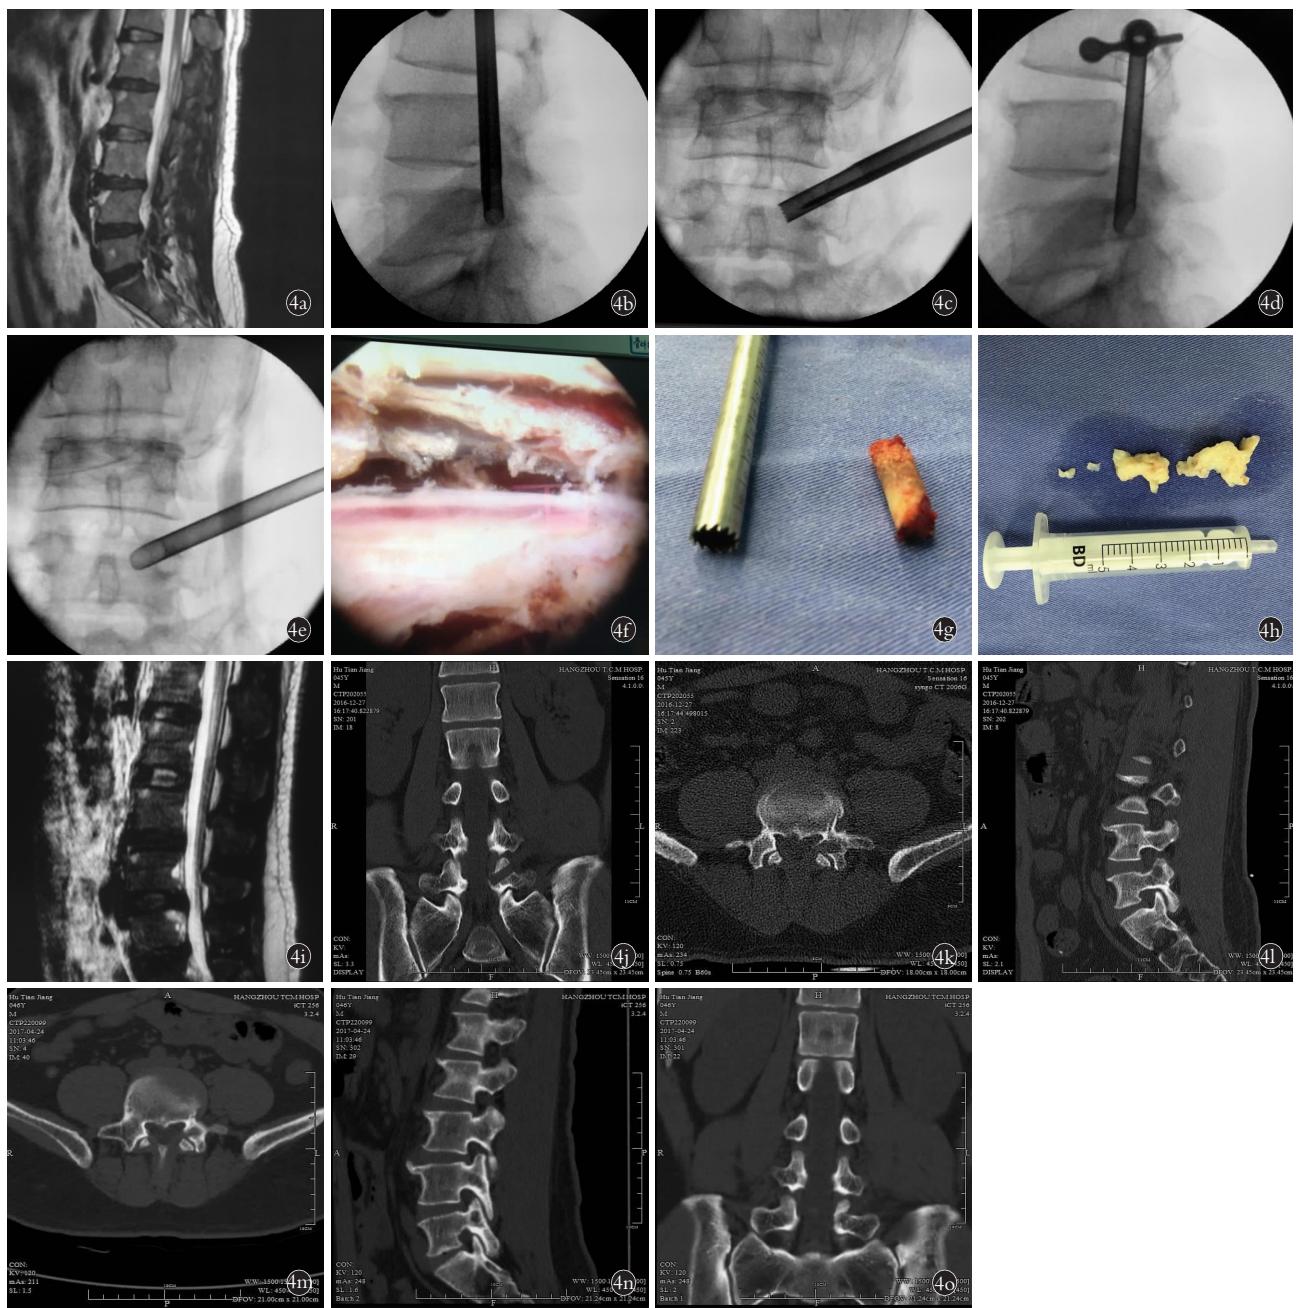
男性患者, 49岁, 腰部疼痛伴左下肢放射痛 3年, 加重 2个月, 诊断为 L_{4,5} 椎间盘突出症 4a. 术前 MRI 显示髓核在向下游离 4b,4c. 术前 C 形臂 X 线下采用环锯建立骨性隧道 4d,4e. 术中 C 形臂 X 线下工作通道位置 4f. 术中神经根彻底减压 4g,4h. 取出的骨性结构以及游离髓核 4i. 术后 3 d 复查 MRI 可见游离髓核彻底摘除 4j,4k,4l. 术后 3 d 复查 CT 可见骨性隧道 4m,4n,4o. 术后半年复查见骨性愈合中
